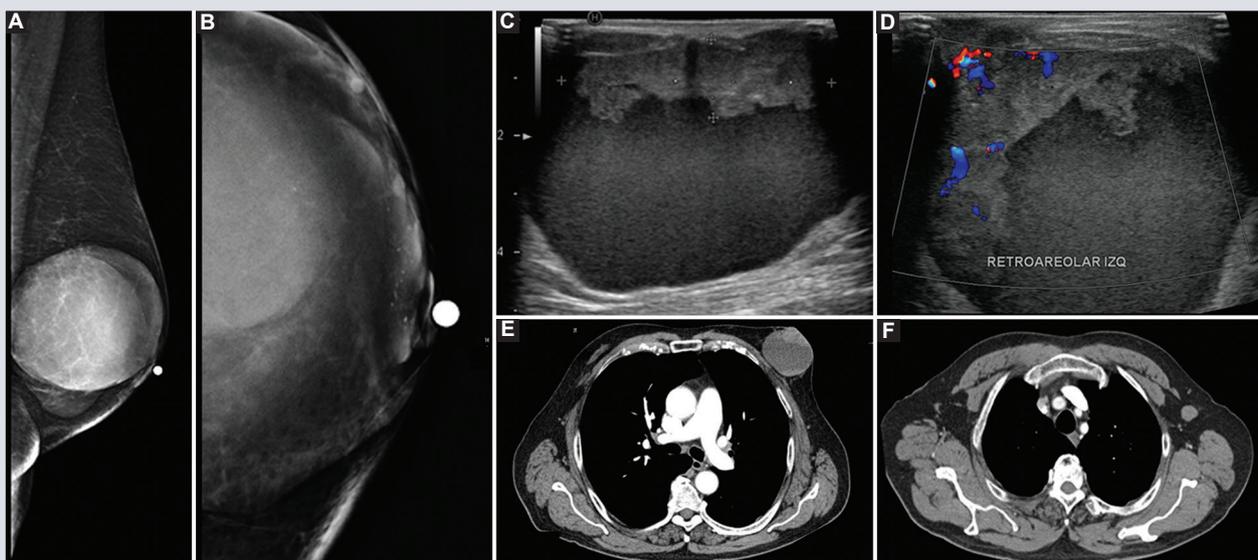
Paciente de 69 años, consultó por nódulo palpable en mama izquierda de cuatro meses posterior a trauma al caer de bicicleta. A y B: mastografía, proyección MLO y cono de magnificación muestran nódulo subareolar, excéntrico, ovalado, hiperdenso con calcificaciones redondas y amorfas. C y D: ultrasonido mamario modo B y Doppler color, nódulo complejo, con componente sólido y vascularidad interna al Doppler color, de 48 x 53 x 52 mm. E y F: tomografía axial contrastada de estadificación, muestra nódulo subareolar, heterogéneo con componente solido realzante con el contraste y ganglio del nivel axilar I, sospechoso. BI-RADS 5. Diagnóstico histopatológico: carcinoma papilar invasor con metástasis a ganglios axilares ipsilaterales, luminal A. BI-RADS: *breast imaging-reporting and data system*; MLO: proyección medio-lateral oblicua.
